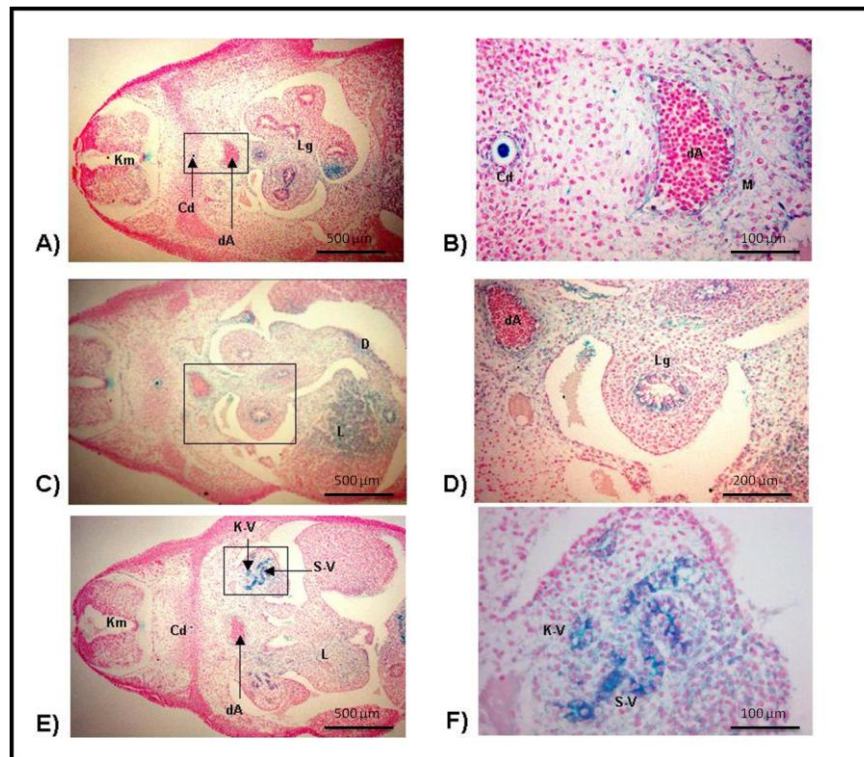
Expressionsdomäne von Wt1-tTA in WE2 TC RR-positiven Embryonen (Tag 12,5 d.p.c.)
